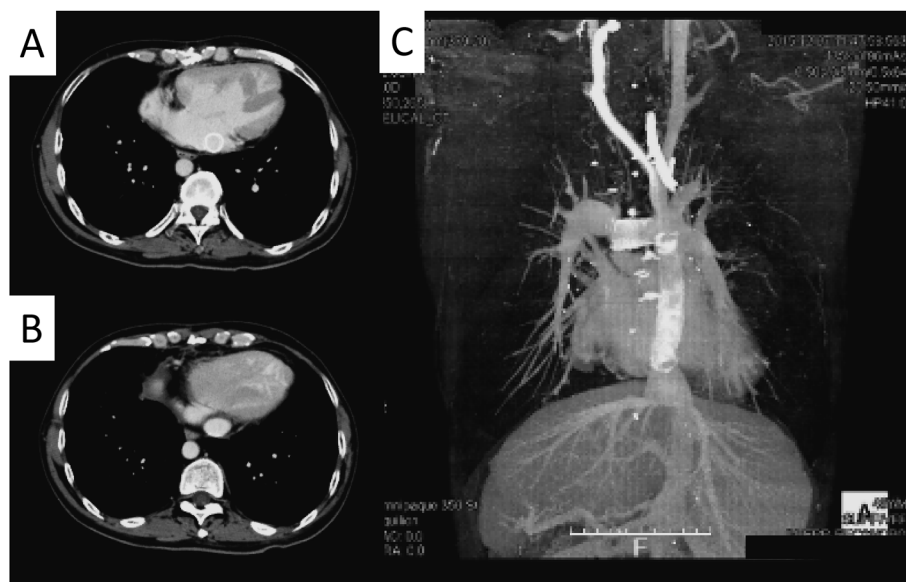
Postoperative computed tomography (CT)
